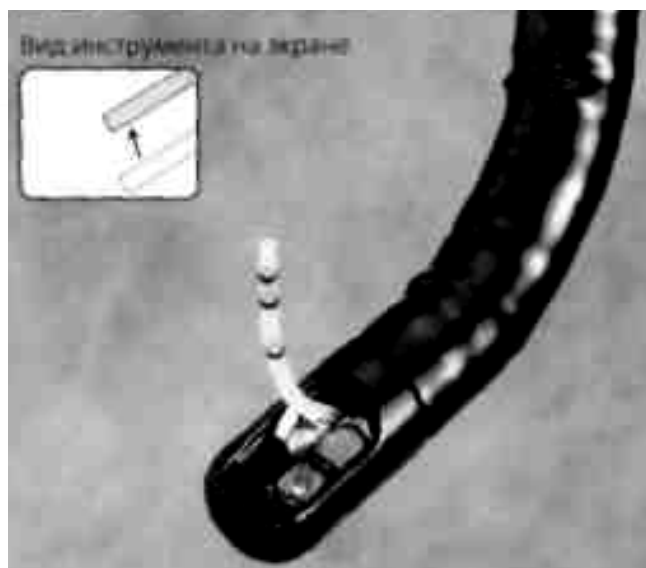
Дистальная часть дуоденоскопа с канюлей, на которую нанесены рентгенпозитивные метки для контроля глубины введения в холедох
